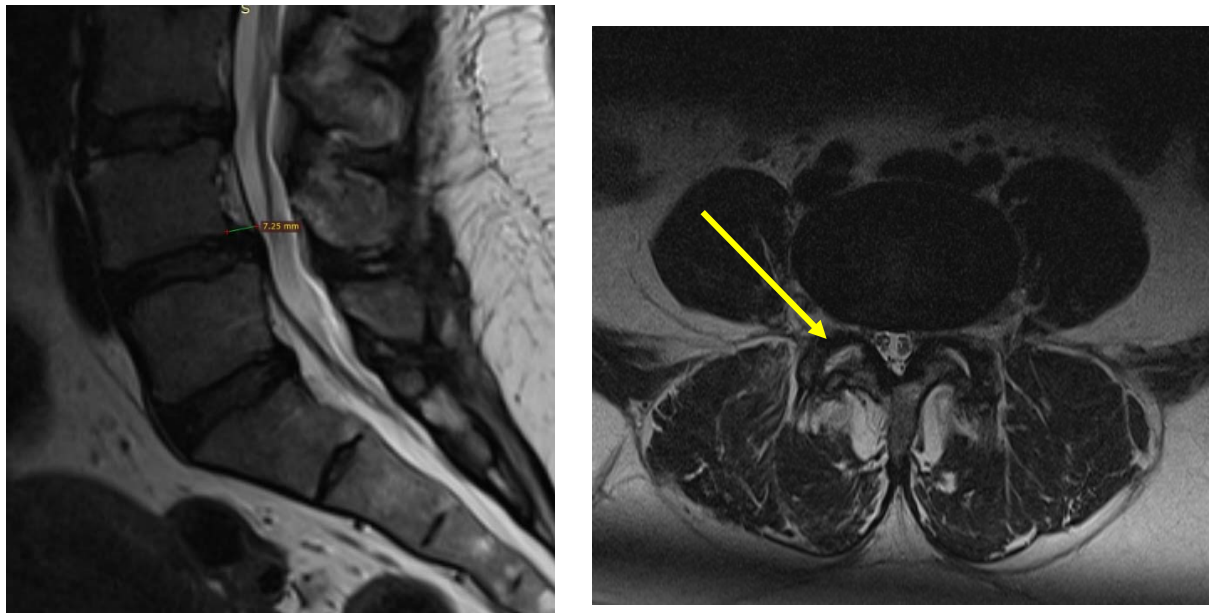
Investigația IRM a vizualizat prezența spondilolistezisului L4-L5 (imaginea din stânga) asociat cu efuziunea în spațiul articular (săgeata galbenă)
